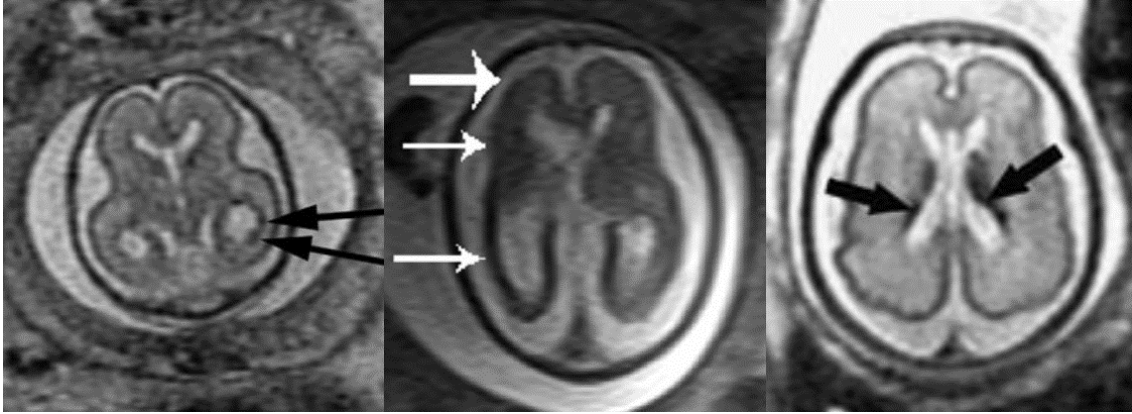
Lesiones del parénquima cerebral en RMN fetal. De izquierda a derecha: Nódulos hipointensos en el margen del ventrículo lateral en un caso de heterotopia nodular periventricular en un feto de 22 semanas (izquierda) Fuente: Tomado de Glenn, 2010. Parénquima atrófico y de contorno irregular en un caso de infección por CMV (centro) Tomado de Jokhi & Whitby, 2011. Hemorragia bilateral de la matriz germinal en un feto de 28 semanas (derecha) Fuente: Tomado de Glenn, 2010.
